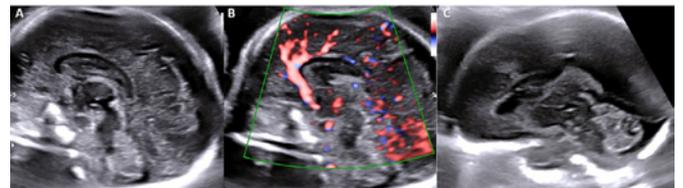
Imagem sagital mediana do pólo cefálico exibindo ausência do cavo do septo pelúcido. B. Doppler color exibe artéria pericalosa.
